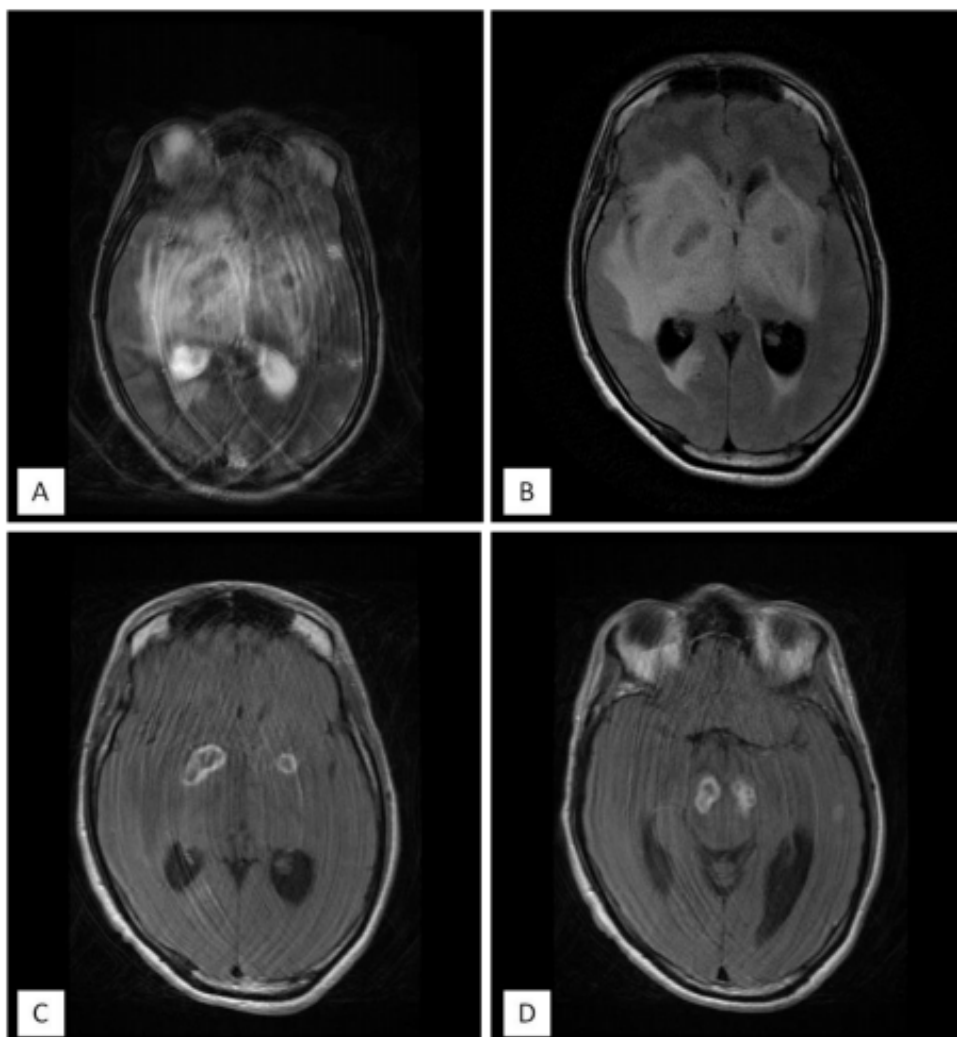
L'IRM cérébrale montre la présence de multiples vastes plages d'œdème cérébral sus et sous tentorielles, siégeant préférentiellement au niveau des noyaux gris centraux, le tronc cérébral, hémisphérique au niveau de la jonction SB /SG cérébelleuse, au sein de ces plages, on note la présence de quelques collections en hyposignal T1, T2 (coupe axiale : A) et FLAIR (coupe axiale : B) correspondant à la nécrose centrale, entourées d'un rehaussement annulaire périphérique en cocarde (coupe axiale : C, D).
